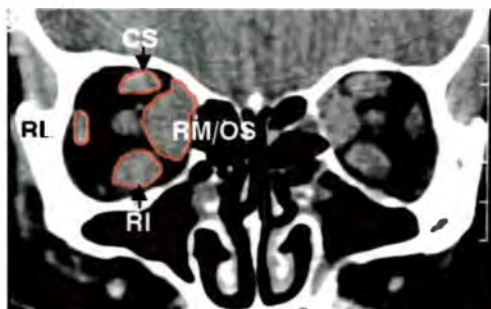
Tomografia computadorizada de órbitas em corte coronal. A área da musculatura extra-ocular está delimitada em vermelho. Os músculos estão indicados: CS: complexo superior (reto superior/levantador da pálpebra superior); RM/OS: reto medial/oblíquo superior; RI: reto inferior; RL: reto lateral
